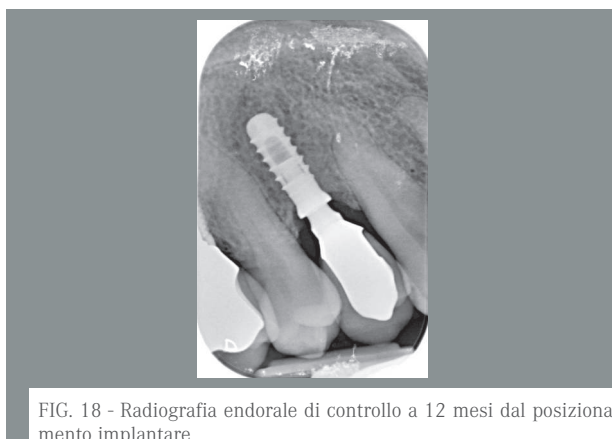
Radiografia endorale di controllo a 12 mesi dal posizionamento implantare
